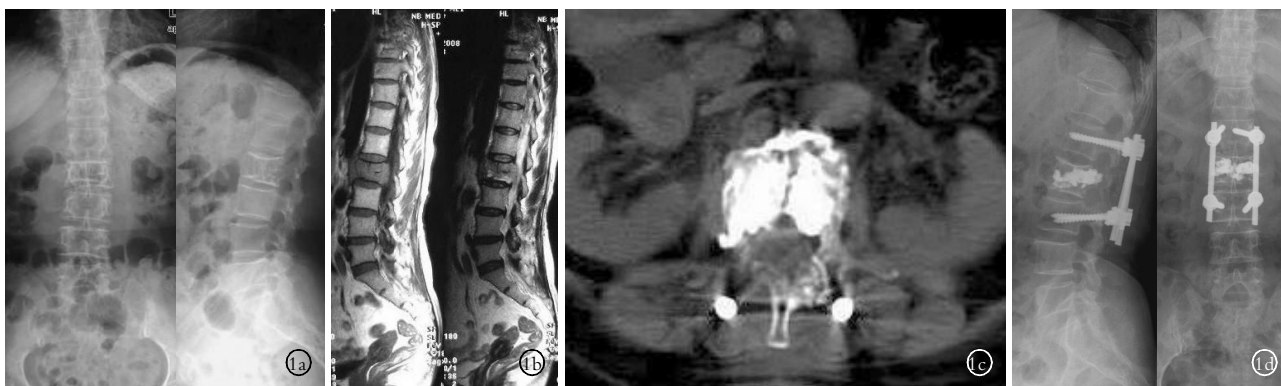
女性患者,65岁,乳腺癌L₂转移 1a. 术前正侧位X线片示L₂椎体破坏 1b. 术前MRI示L₂转移性肿瘤、椎管内占位 1c. 术后CT示椎管内骨水泥充盈良好,椎管内无骨水泥渗漏 1d. 术后3个月正侧位X线片示内固定位置良好,病椎高度恢复
